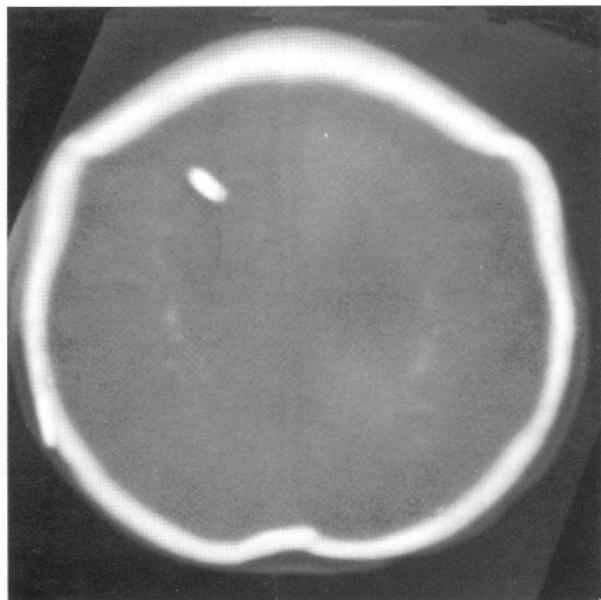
Kraniyal BT görüntüsünde lateral genişlemiş ventriküler çevresinde nodüler ve eğri çizgisel tarzda subependimal uzanım gösteren kalsifikasyonları görülmektedir.
